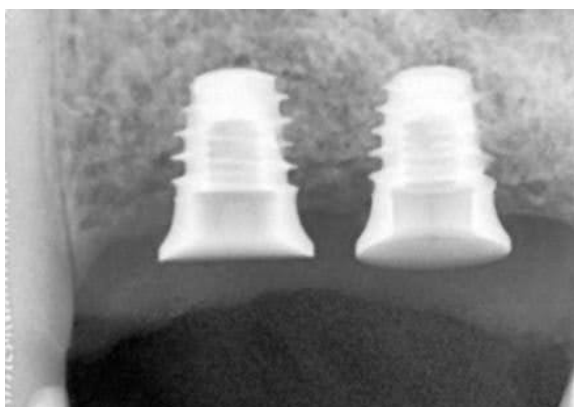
Radiografia imediata da instalação dos implantes extra curtos (lado esquerdo).
